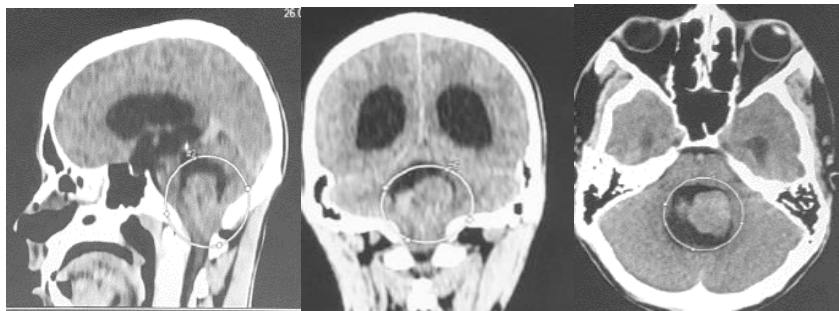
TC cerebrală preoperatorie
